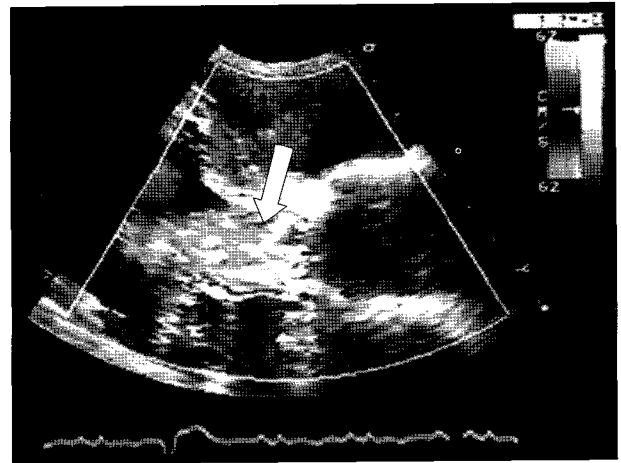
Color Doppler on the aortic prosthetic valve shows aortic regurgitation jet filled more two thirds of left ventricular outflow tract suggesting severe aortic regurgitation.
